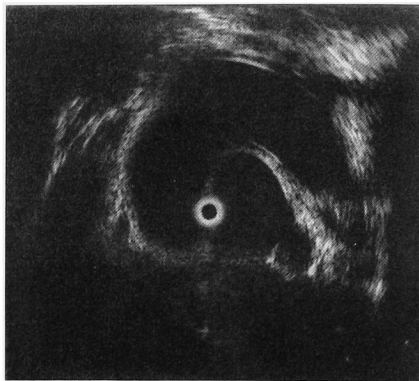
Transurethral ultrasonography of the bladder, demonstrating a cystic mass.
